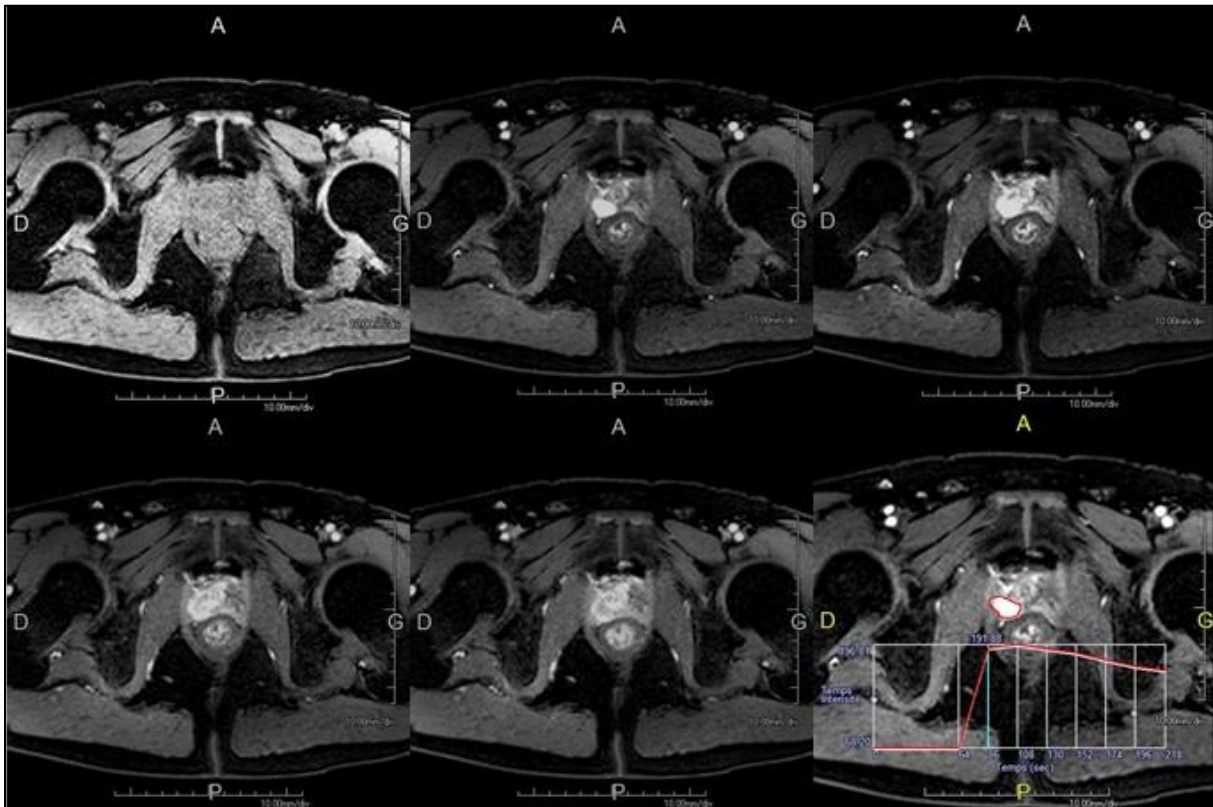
IRM : séquence DCE : coupes axiales pondérées T1 suppression de graisse avant puis après injection d'un bolus de gadolinium (acquisition à 15, 30, 45 et 60 secondes) passant par l'apex prostatique
